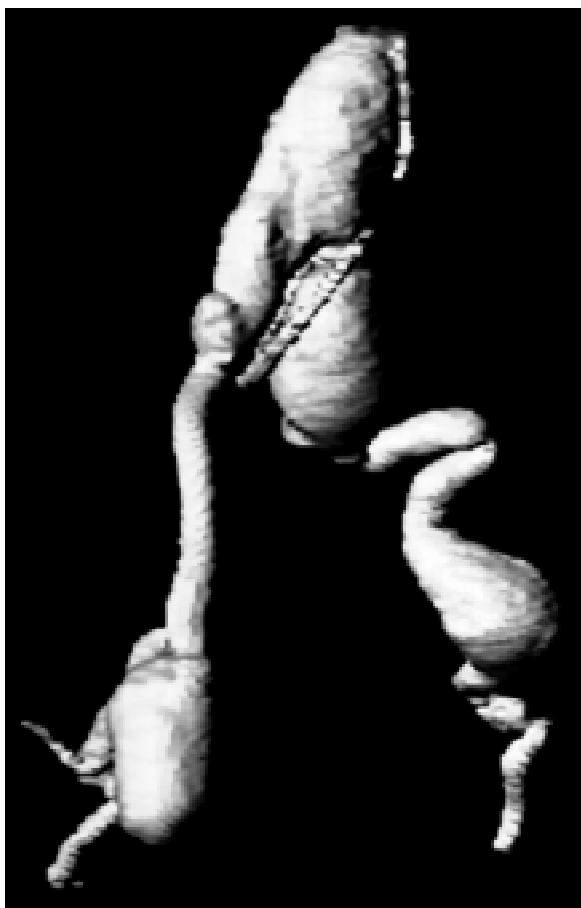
Aneurysms of abdominal aorta and iliac arteries in magnetic resonance
